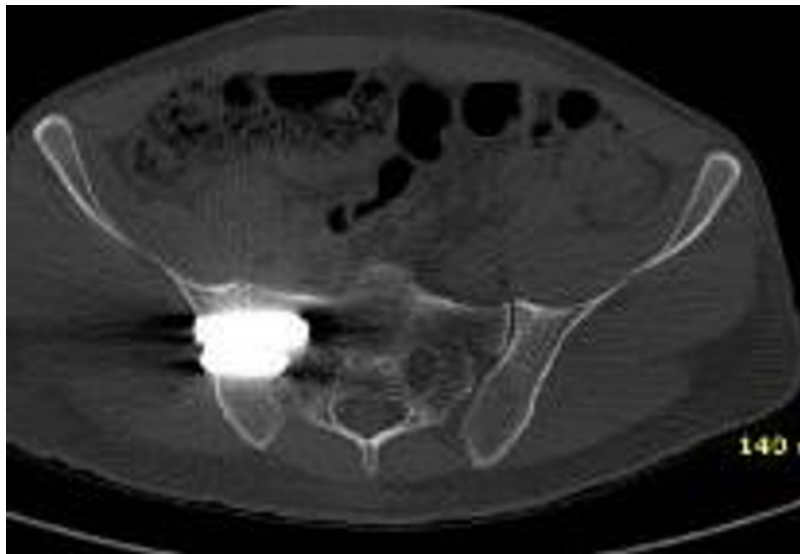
CT-Aufnahme post OP des Beckens im frontalen Schnittbild. Die Implantatlage der drei iFUSE Implantate ist regelgerecht. Das ISG wird durch die drei Implantate überbrückt, Beispiel B1
